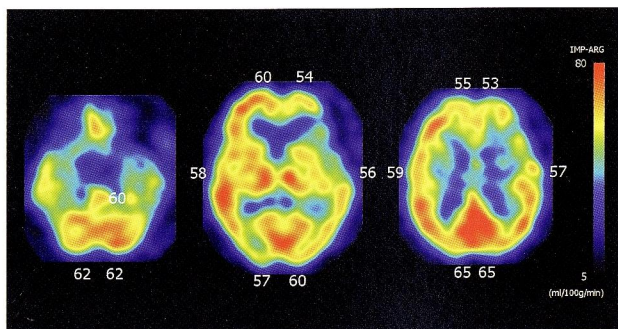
左側手術直後の安静時¹²³I-IMP SPECT
